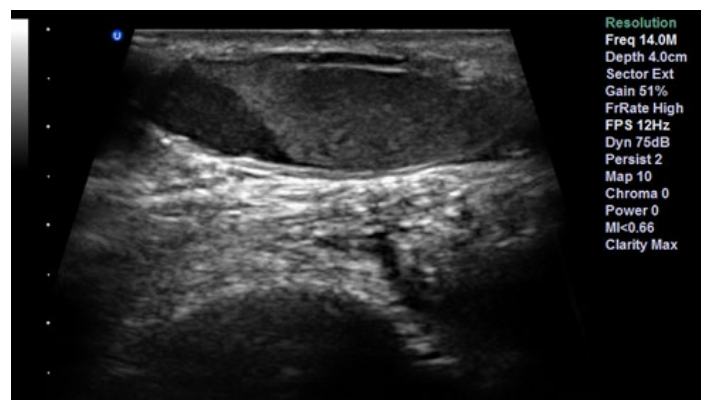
Ecografía de partes blandas. Región parapatelar medial de miembro inferior derecho en corte longitudinal, identificándose colección encapsulada, eco mixta, observándose nivel líquido-líquido.
